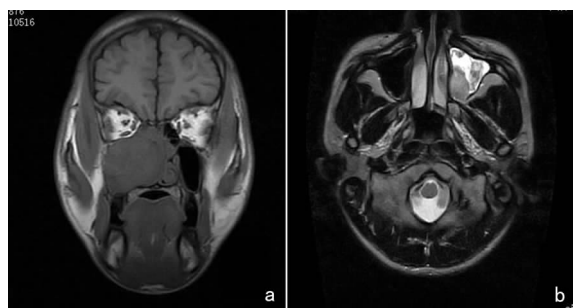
MRI检查 a:右侧上颌窦海绵状血管瘤术前T1WI显示上颌窦极度膨大的中等信号影,上颌窦内侧壁向鼻腔移位,挤压鼻中隔,中鼻甲及下鼻甲均吸收;b:左侧上颌窦海绵状血管瘤,横断面T2WI,示左侧上颌窦病变呈不均匀高信号,呈斑片状
